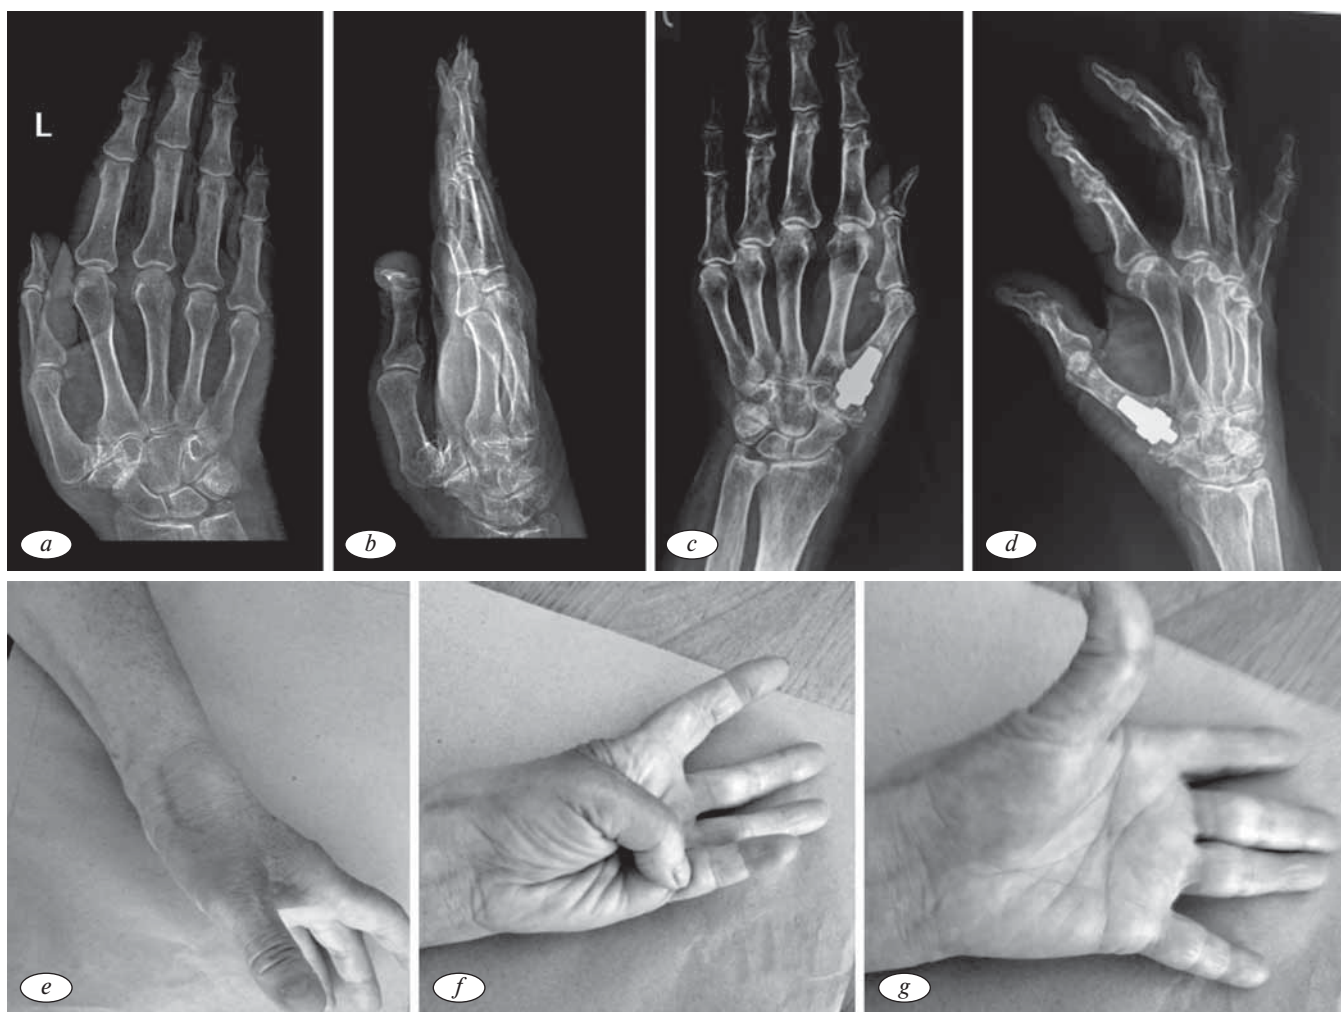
Рентгенограммы и внешний вид кисти: *a, b* — прямая боковая рентгенограмма кисти в предоперационном периоде; *c, d* — послеоперационные рентгенограммы кисти в прямой и боковой проекциях; *e, f, g* — функциональные тесты после оперативного лечения
